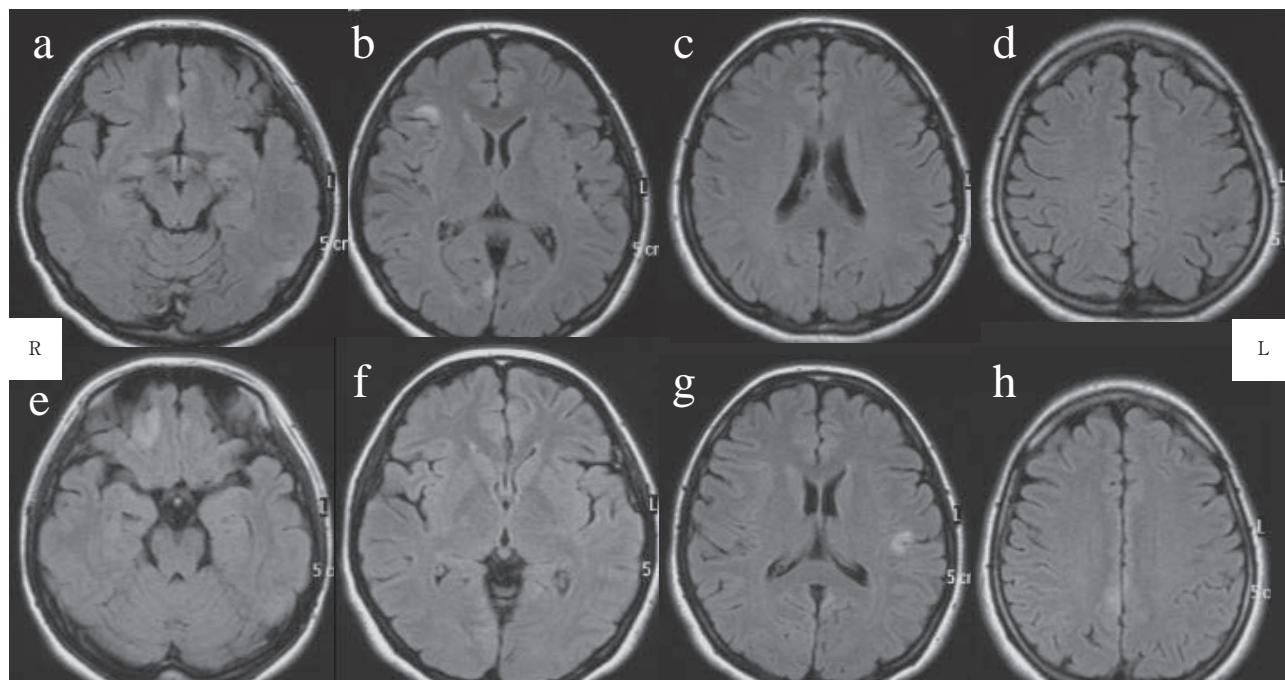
Brain MRI on first visit and admission to previous hospital.
